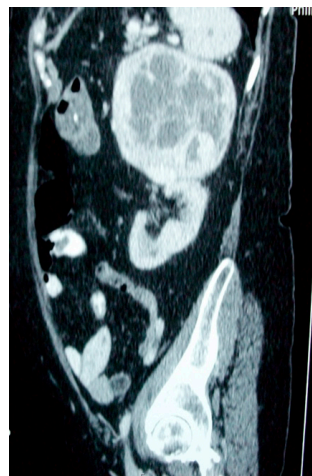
TAC abdomino-pélvico.
